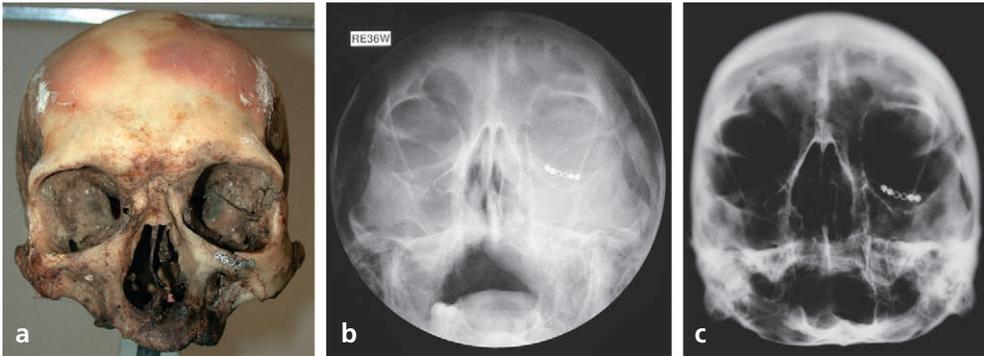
a Schädel eines überwiegend skelettierten Leichnams. An dem linken Oberkiefer/Jochbein stellt sich ein mit 6-Loch-Platte versorgter alter Bruch dar. Untersuchungsergebnis: Die Person muss im Zeitraum von ca. 1/2 bis 2 Jahren in einer Abteilung für Mund-Kiefer-Gesichtschirurgie behandelt worden sein. In der nächstgelegenen Klinik mit einer derartigen Abteilung wurde ein Patient ermittelt, der 1 Jahr zuvor behandelt worden war. Es lag eine postmortale Röntgenaufnahme vor. b Von dem Schädel wurde eine Vergleichsaufnahme angefertigt. c diese zeigt wesentliche Übereinstimmung. Ergänzt wurde die Untersuchung durch eine digitale Superprojektion des prä- und des postmortalen Röntgenbildes
